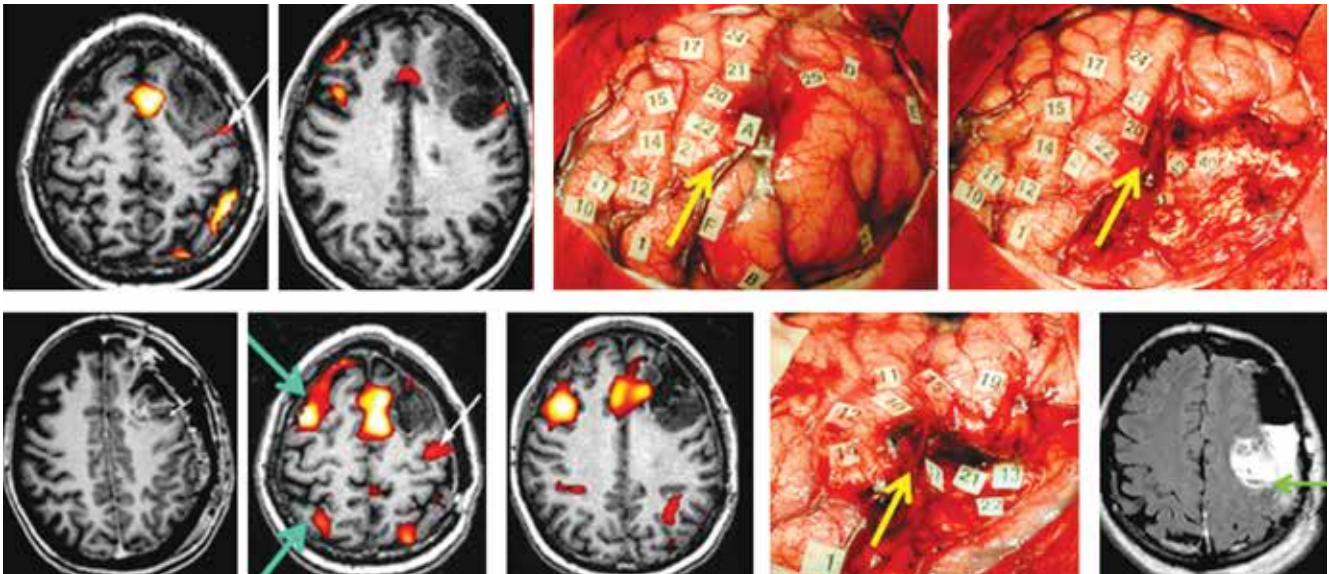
Пример «отсроченной» нейропластичности речевой коры в зоне Брока у пациента с резекцией глиомы низкой степени злокачественности в левой лобной доле: во время первой операции опухоль удалена не полностью, данные функциональной магнитно-резонансной томографии показывают активацию речевой зоны Брока рядом с зоной резекции. Через 4 года данная зона инактивировалась, опухоль удалена полностью. Зона активации речи (белая стрелка); интраоперационная электрическая стимуляция корковой зоны речи (желтая стрелка); смещение зоны активации речи (светло-зеленая стрелка) относительно первичной локализации при повторной операции; моторные зоны головного мозга на снимках функциональной магнитно-резонансной томографии (темно-зеленая стрелка) [5]
